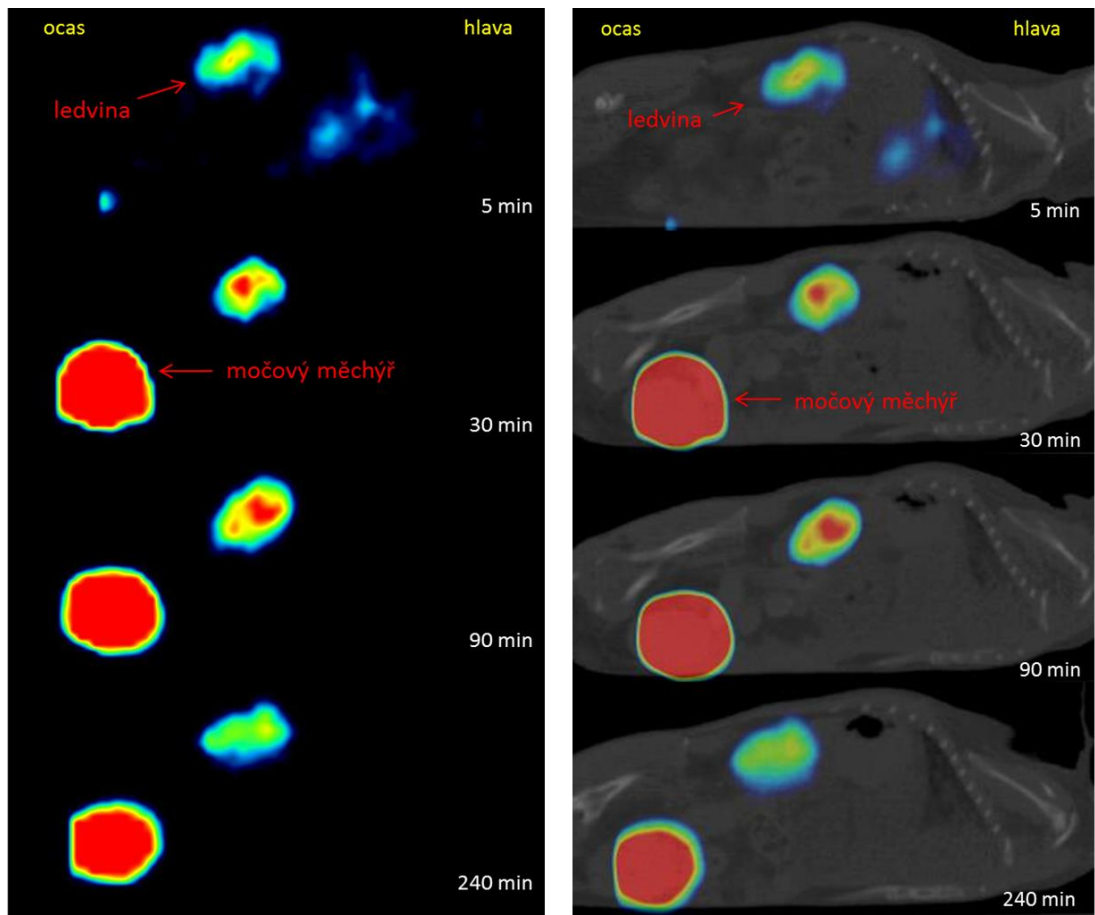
Biodistribuce ^{99m}Tc -makroagregovaného albuminu v organismu myši (sagitální rovina), SPECT obraz vlevo, SPECT/CT obraz vpravo
